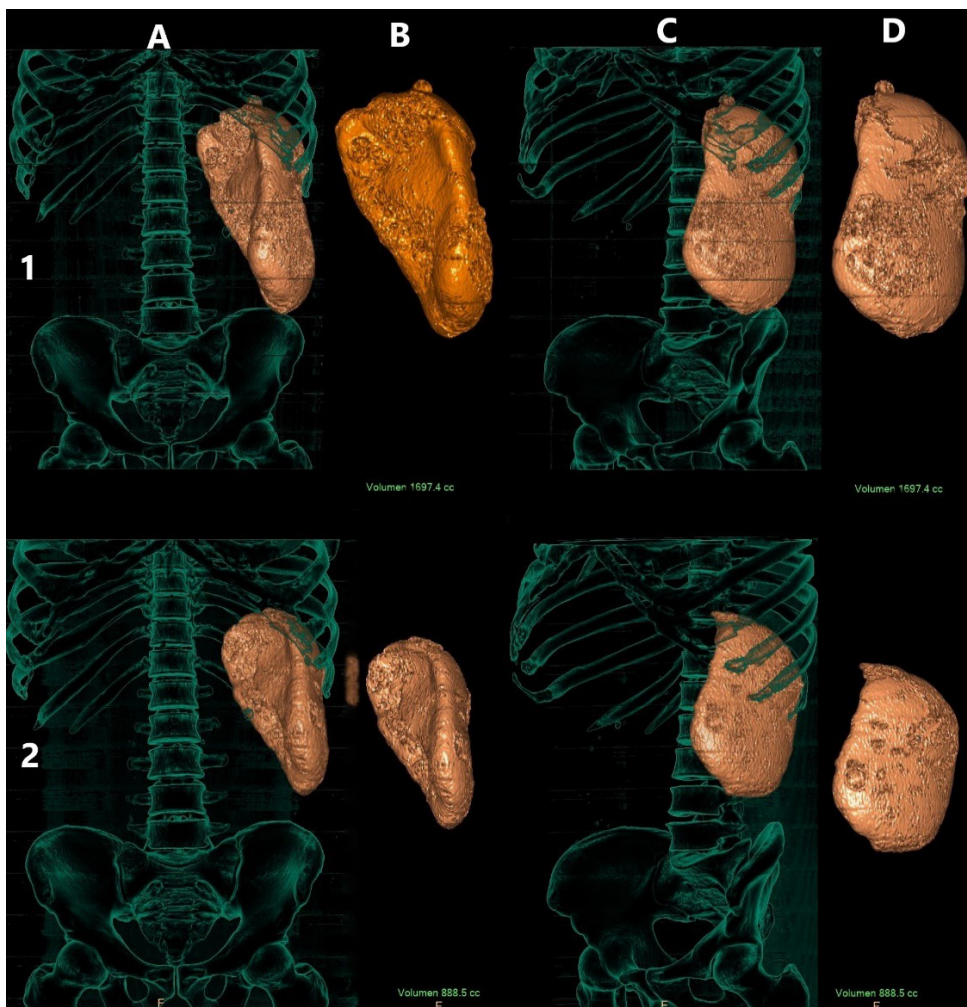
Figura # 4: Volumen esplénico calculado en la tomografía axial computarizada inicial (1) y tres meses después de iniciado el tratamiento antimicótico (2). Vistas coronal (A y B) y oblicua (C y D).
